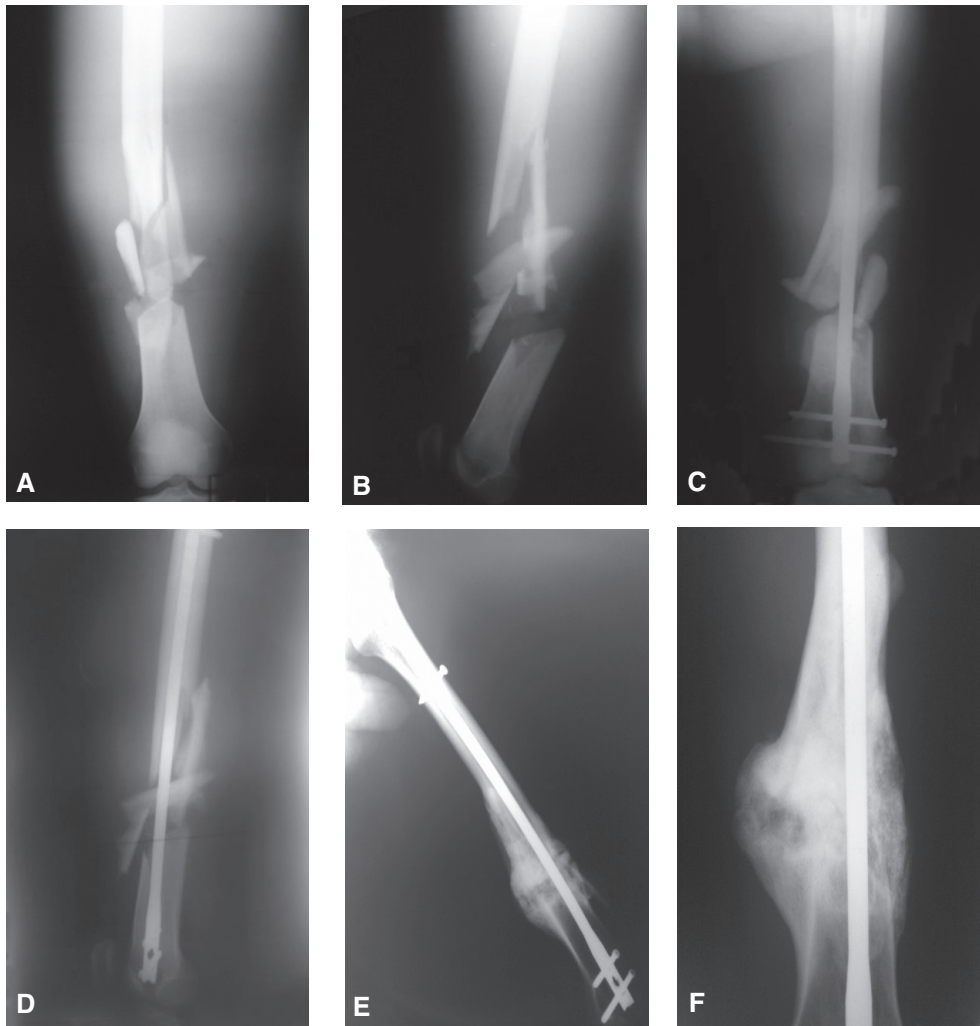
A y B. Radiografías anteroposterior y de perfil de fractura diafisaria conminuta de fémur. C y D. Radiografía posoperatoria inmediata. E y F. Radiografías de control al año. Obsérvese la consolidación ósea.
